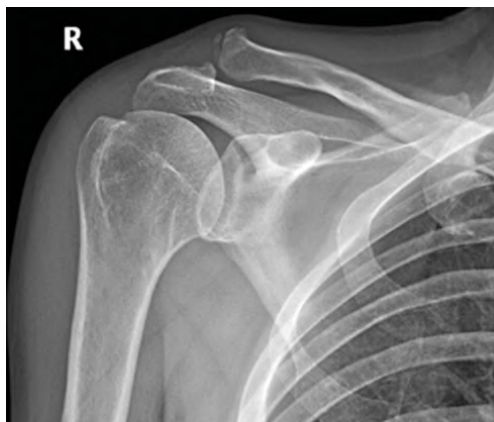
Рентгенограмма правого плечевого сустава. Задняя прямая проекция
